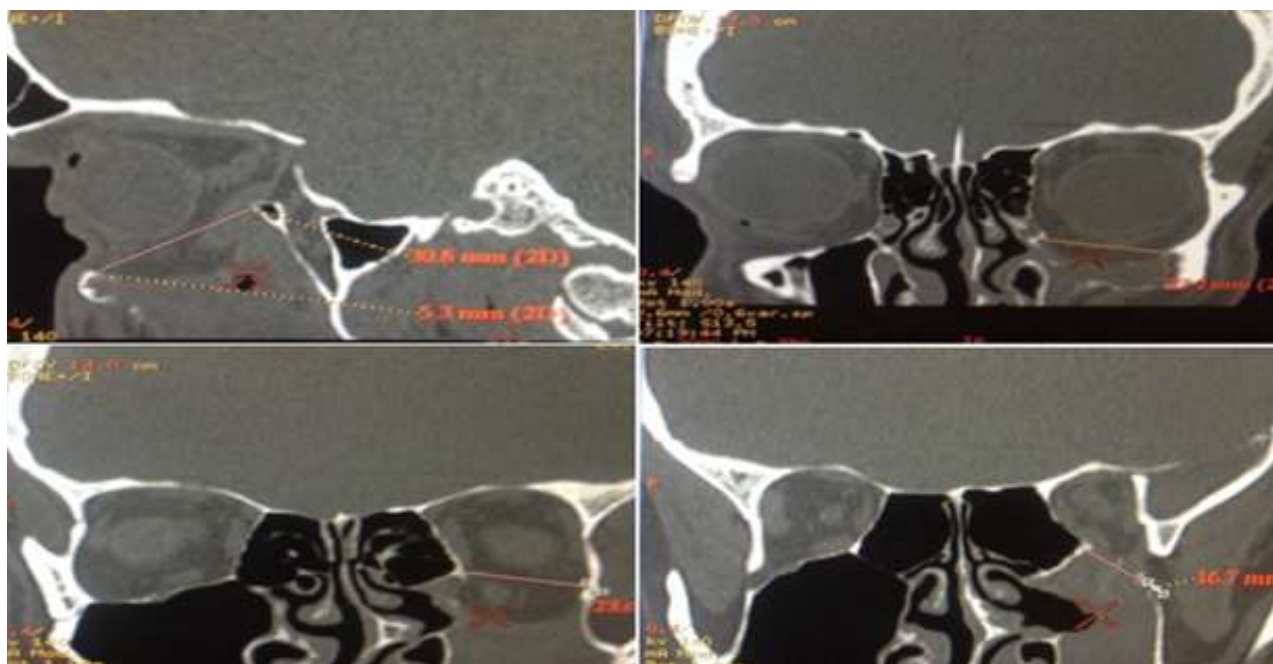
Мультиспиральная компьютерная томография – изображение орбиты. Реконструкция дефекта и измерение переднезаднего размера дефекта (30,8 мм, размер №1) и расстояния от переднего края стенки орбиты до переднего края перелома (5,3 мм, размер №2) в сагиттальной реконструкции. Измерение срединного размера дефекта в коронарной реконструкции в переднем отделе (23,2 мм, размер №3), в среднем отделе (23,6 мм, размер №4 и размер №6 совпадают у данного пациента) и в заднем отделе (16,7 мм, размер №5)
